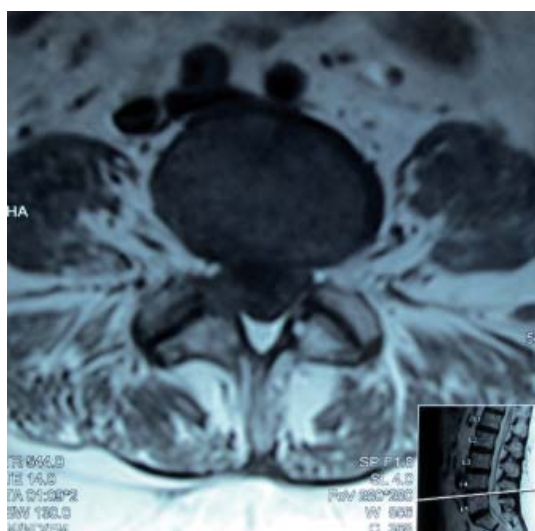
Imagen de RM, corte axial, ponderada en T1, mostrando degeneración facetaria, con hidrartrosis de la articulación facetaria L4/L5 y presencia de quiste sinovial en tercio interno de la faceta causando compresión del ganglio radicular posterior.
